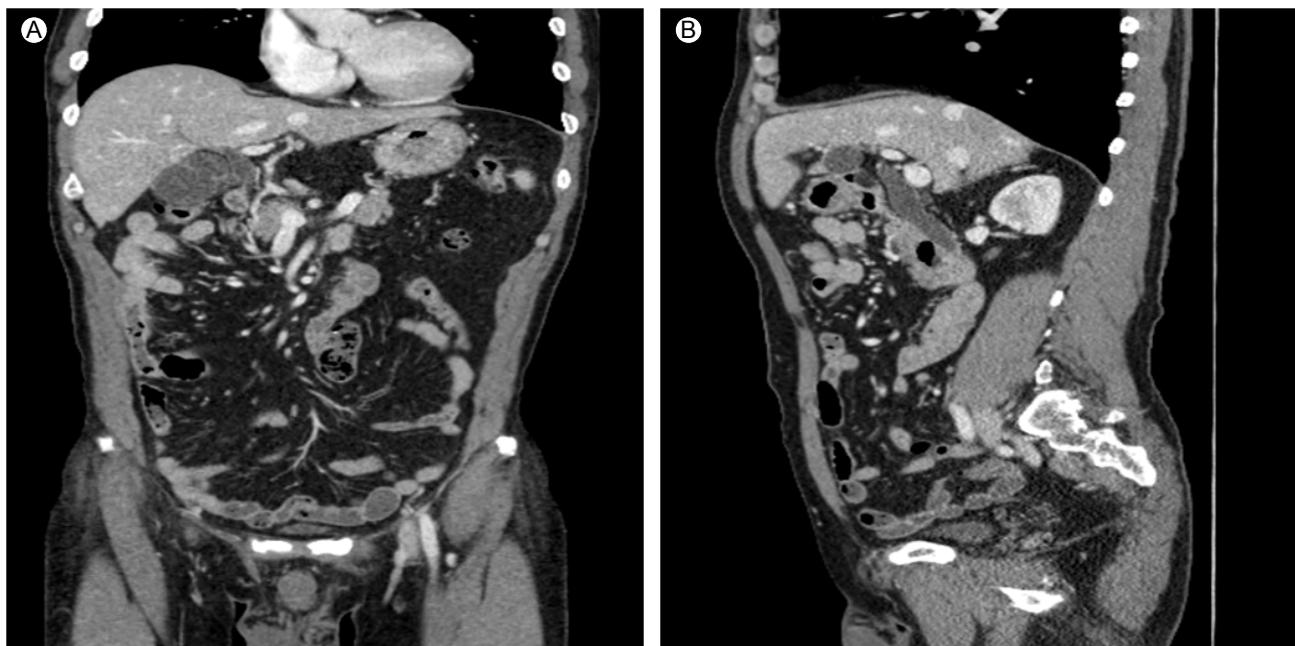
Abdominal computed tomography in the coronal (A) or sagittal (B) view shows a marked dilated extrahepatic biliary duct 10 mm in size. Although a calcified gallstone was not noted in the extrahepatic biliary tract, the distal biliary duct contained a large perianampullary diverticulum compressed by food.
